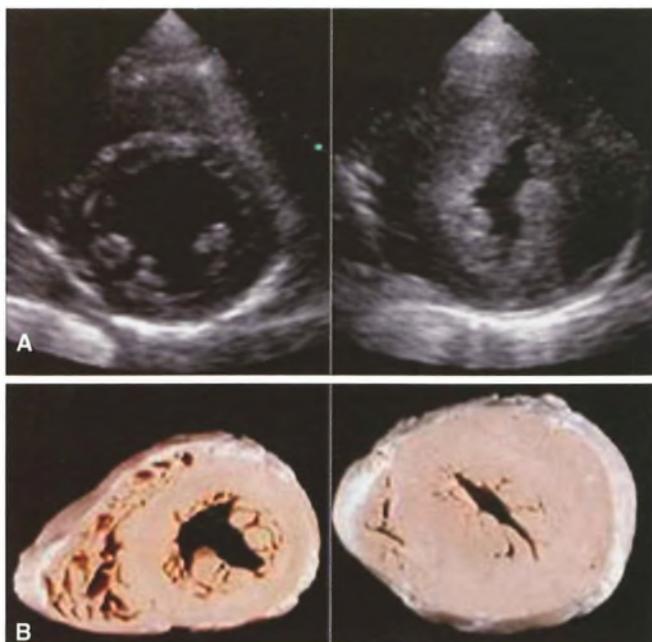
Cardiomiopatia restrittiva: ispessimento delle pareti ventricolari *in toto* sia del setto interventricolare che delle pareti libere. Visione parasternale asse corto (A) e reperto anatomicopathologico (B).
